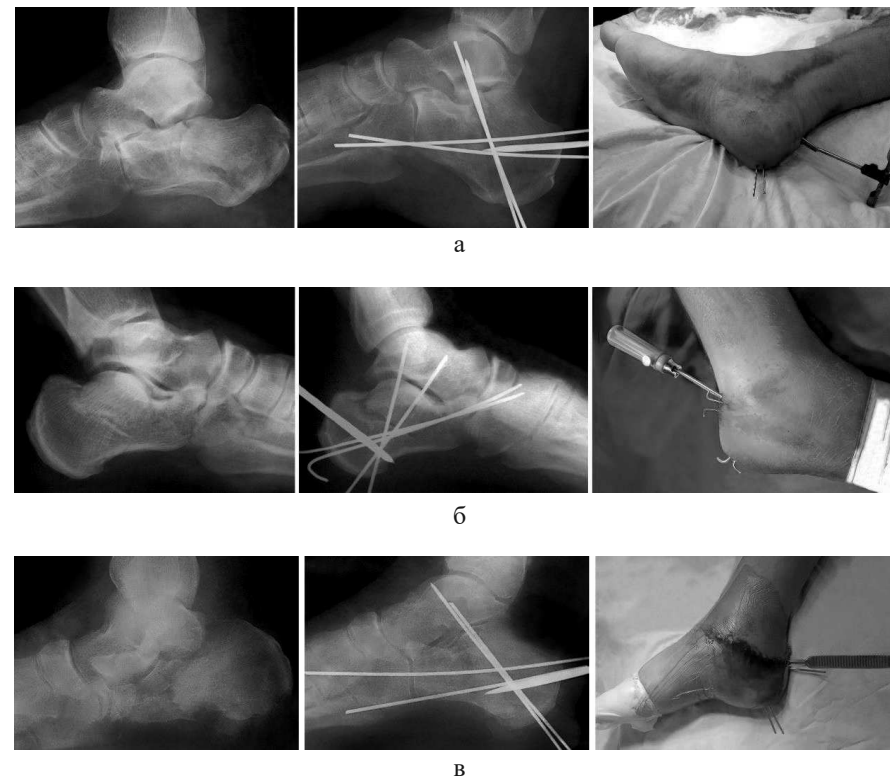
Фотовідбитки рентгенограм і зовнішній вигляд стоп після ЗОІР язикоподібного (а), імпресійного (б) і відкритого роздробленого (в) типів переломів п'яткової кістки
